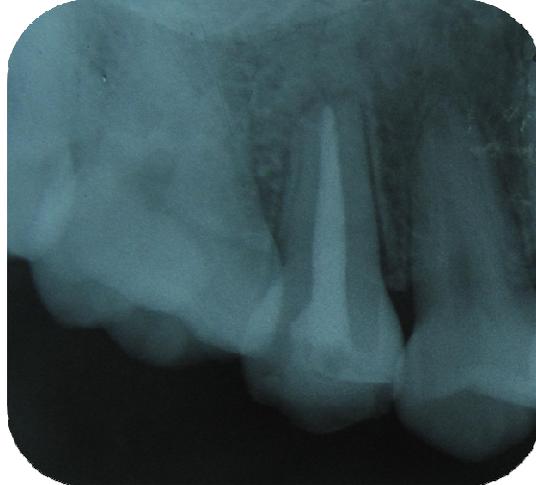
Radiografía control que muestra la obturación final del conducto radicular de la pieza dental 15
